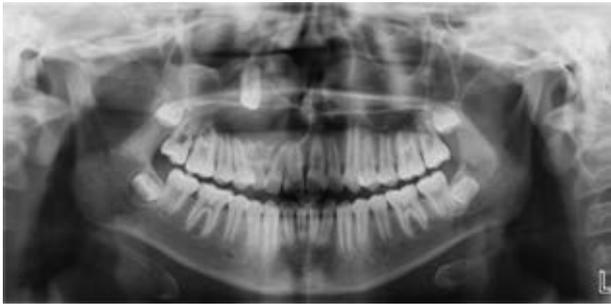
Ortopantomografía donde se observa una zona radiolúcida unilocular bien delimitada con desplazamiento del canino superior del cuadrante I.
